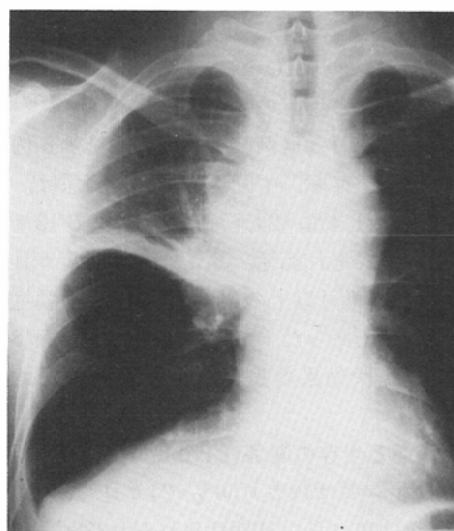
(July 9, 1979) Chest roentgenogram shows tumor like shadow of increased density in the right hilum infiltrating to the pleura. Pleural effusion also seen in the right costophrenic angle
